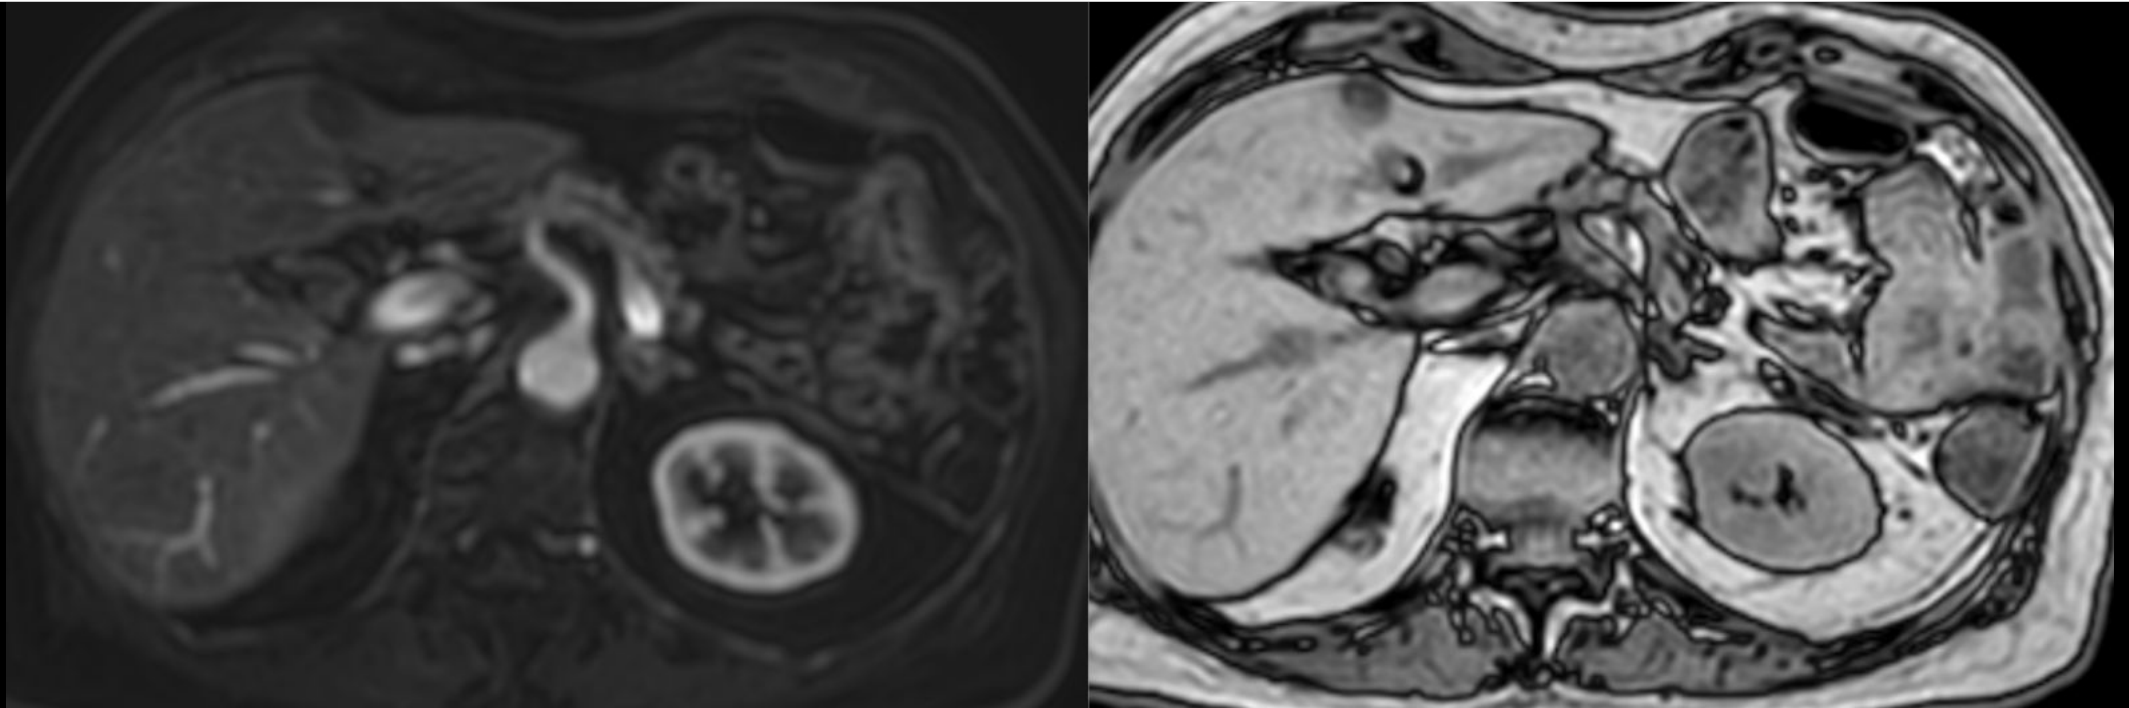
Categoría LR-1: lesión benigna. Área de infiltración grasa en lóbulo hepático izquierdo. RM con contraste en fase arterial (izquierda) donde se observa ausencia de captación de contraste de la lesión, y RM en fase opuesta (derecha) con caída de señal de la lesión demostrando su contenido graso.
